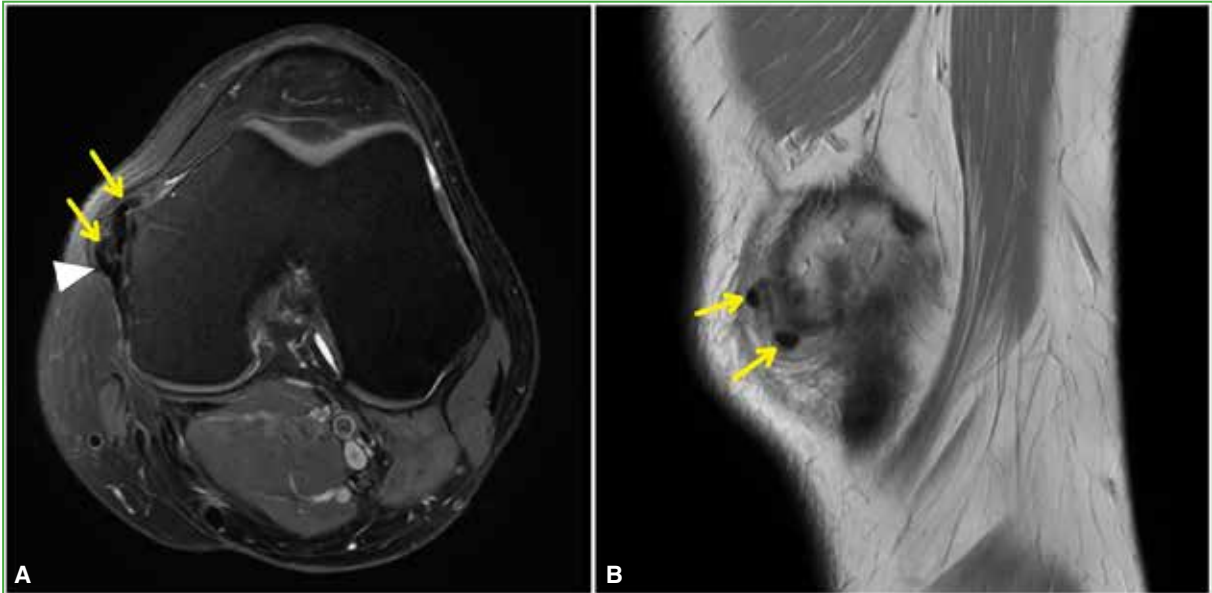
Caso 1. Resonancia magnética de rodilla, corte axial en secuencia de densidad protónica con supresión grasa (A) y corte sagital en secuencia de densidad protónica (B). Se identifican, al menos, dos focos de vacío de señal (flechas) en la topografía pericapsular, por delante de la inserción femoral del ligamento colateral medial (cabeza de flecha).
